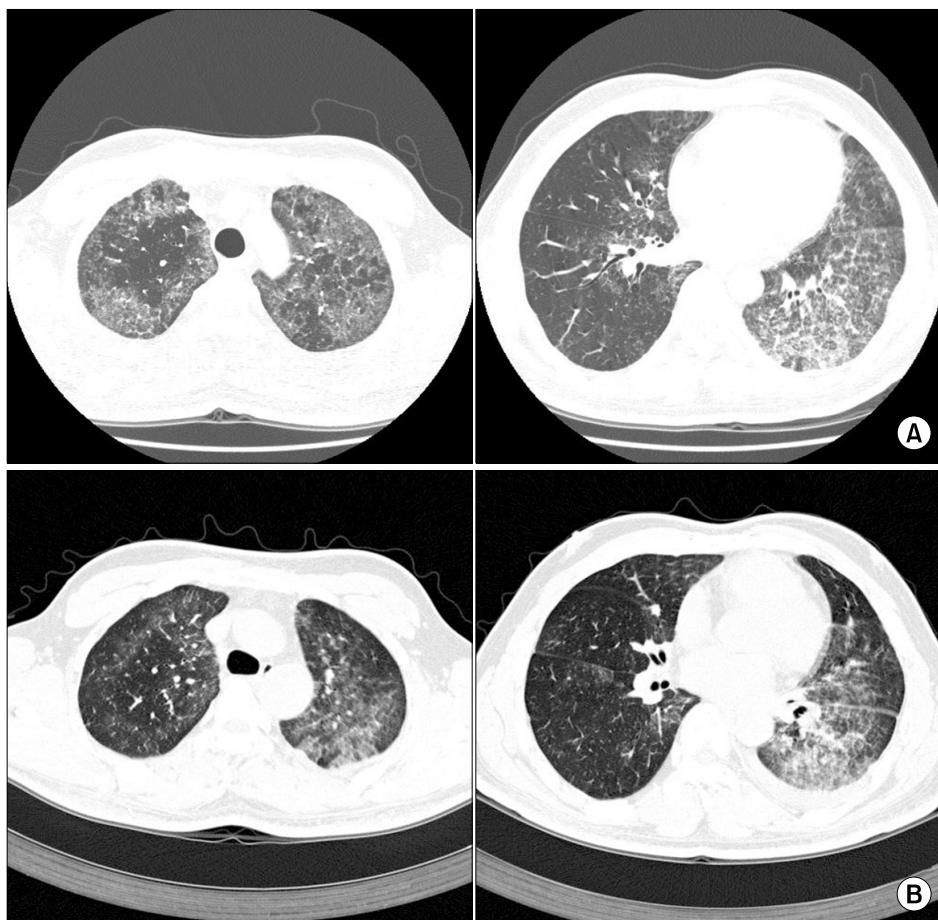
Computed tomography done before (A) and after (B) whole lung lavage.
